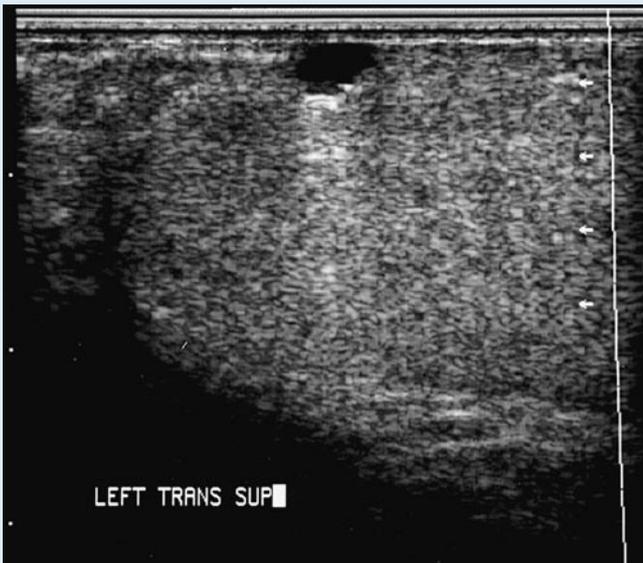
▲ Tunica-albuginea-Zyste eines 34-jährigen Mannes: Im sonographischen Längsschnitt erkennt man eine gut umschriebene Zyste im Bereich der superioren Vorderseite des Hodens. Dies ist eine charakteristische Lokalisation der Tunica-albuginea-Zysten
